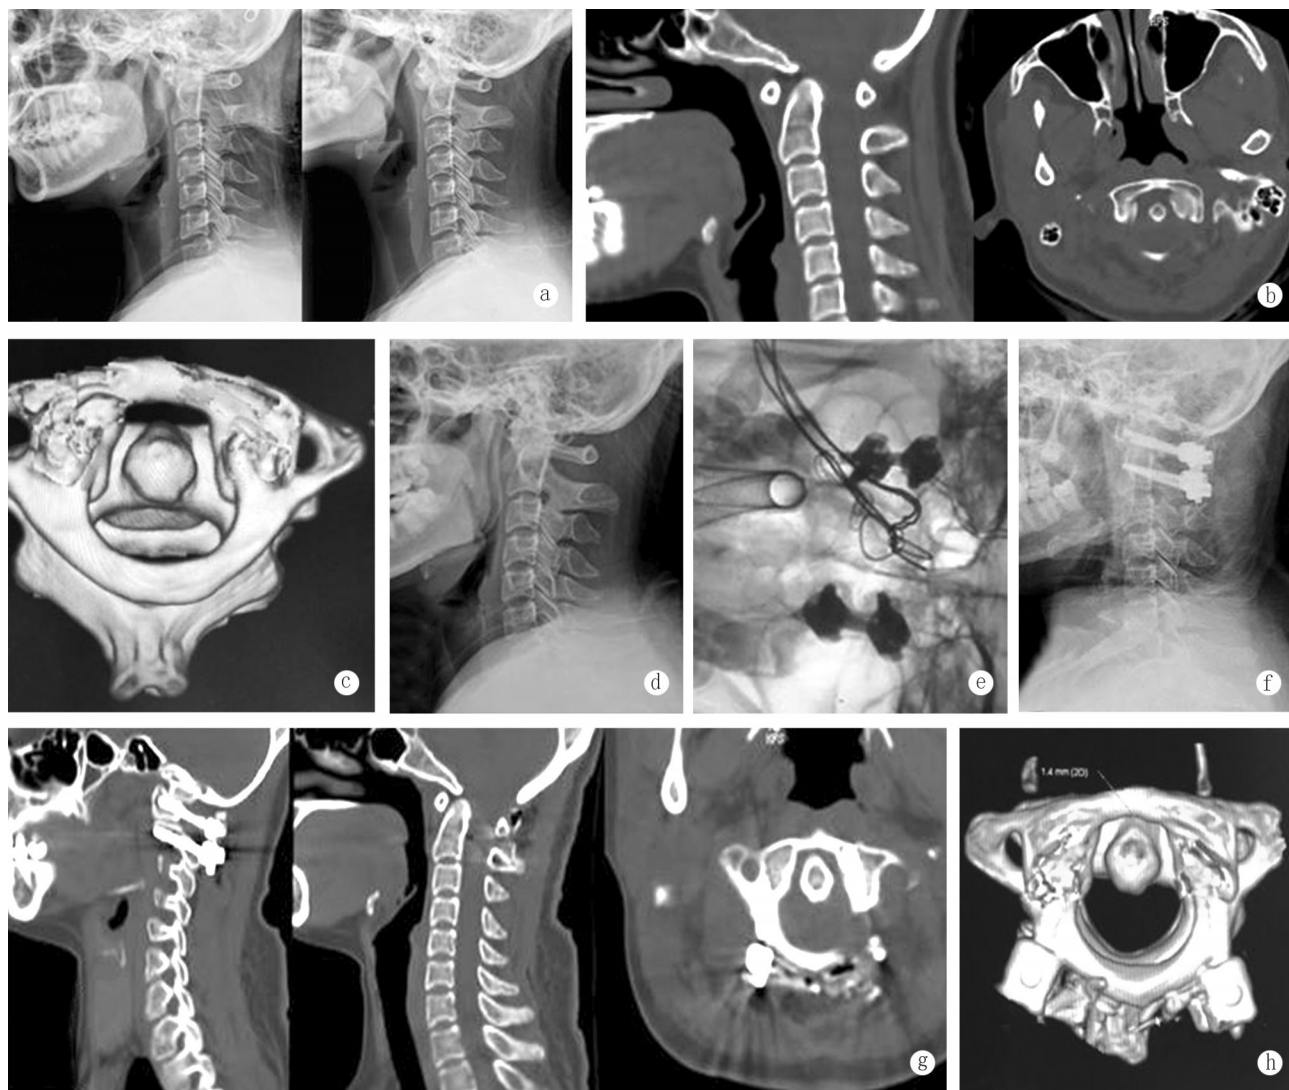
患者,女,36岁,寰枢关节脱位 a:术前颈椎动力位 X 线片未见寰枢椎移动 b:术前颈椎 CT 示寰齿间隙增宽 c:术前 CT 三维重建示寰齿间隙约为 7.2mm d:术前颈椎侧位 X 线片示寰枢椎不稳 e:术中钢丝提拉复位 f:术后复查颈椎 DR 片示寰枢椎复位 g:术后复查 CT 示内固定位置良好,脊髓受压改善,寰齿间隙较术前变窄 h:复查三维 CT 重建示内固定位置良好,寰齿间隙恢复到正常范围,约为 1.4mm
